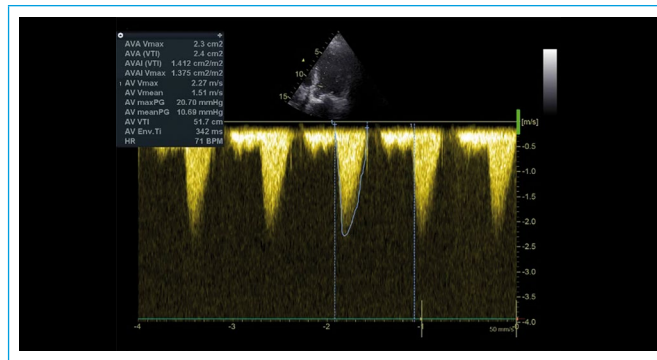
Espectro del Doppler continuo a nivel de válvula aórtica tras la colocación inmediata de *VIV TAVI*. Se constata gradiente medio residual bajo (10,7 mmHg)
